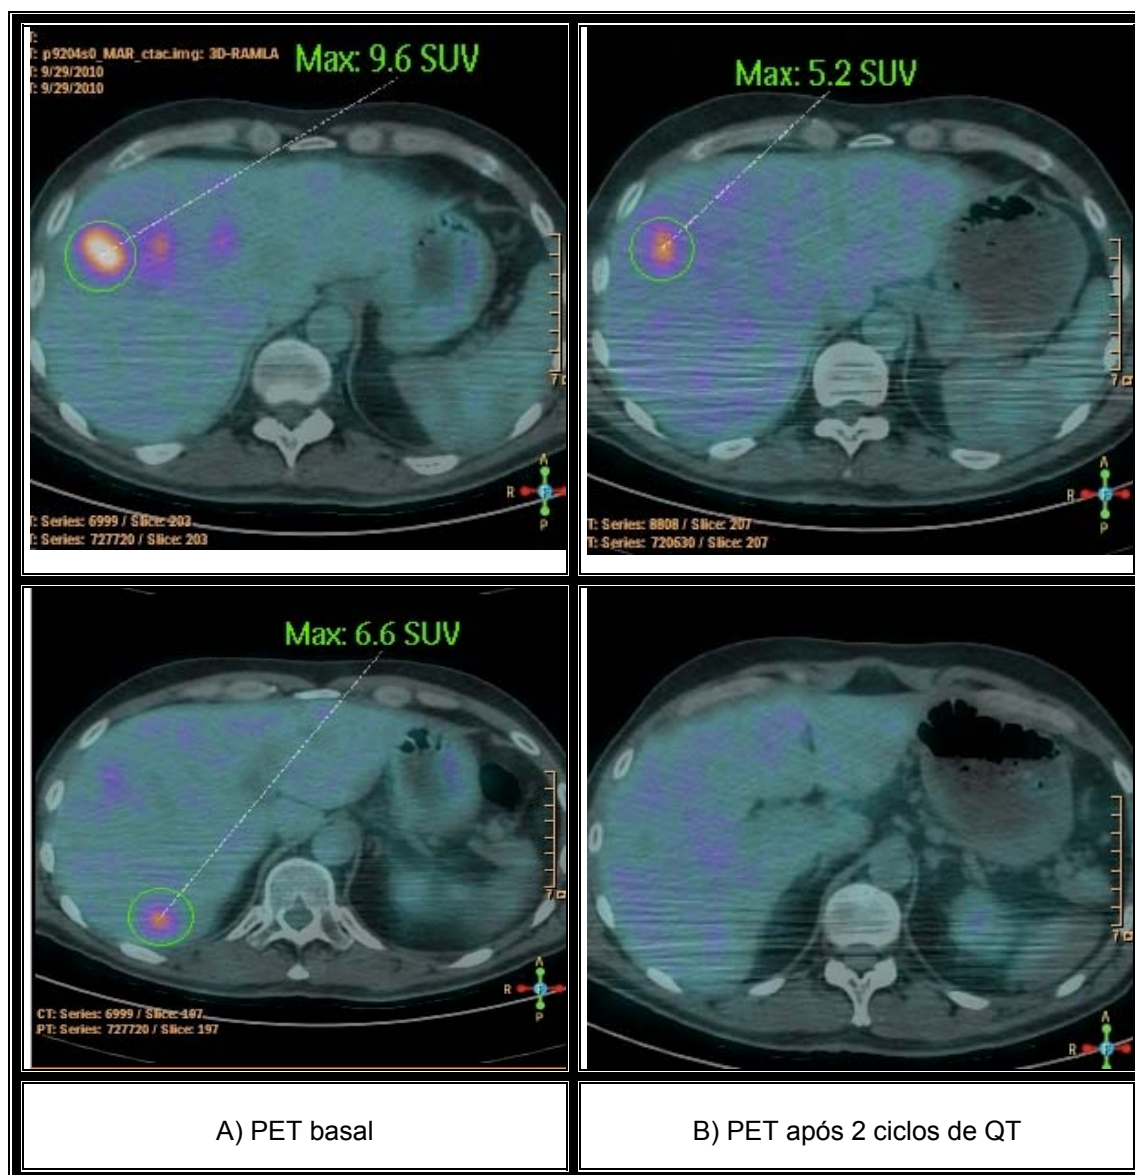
Paciente respondedor com metástases hepáticas ao PET-CT. Houve desaparecimento de uma das lesões hepáticas e a outra lesão apresentou queda de SUV de 46%.
